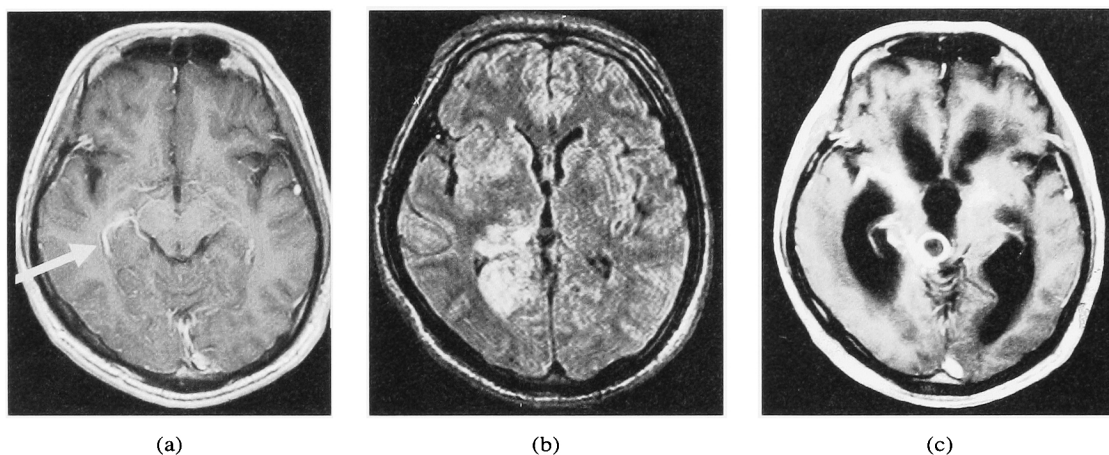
Brain MRI (a) (April 12, 2005) showing enhanced lesion in the basal cistern, (b) (April 18, 2005) flair-hyperintensity lesion in the basal nuclear and inferior area, (c) (September 13, 2005) showing hydrocephalus and round enhancing lesion
